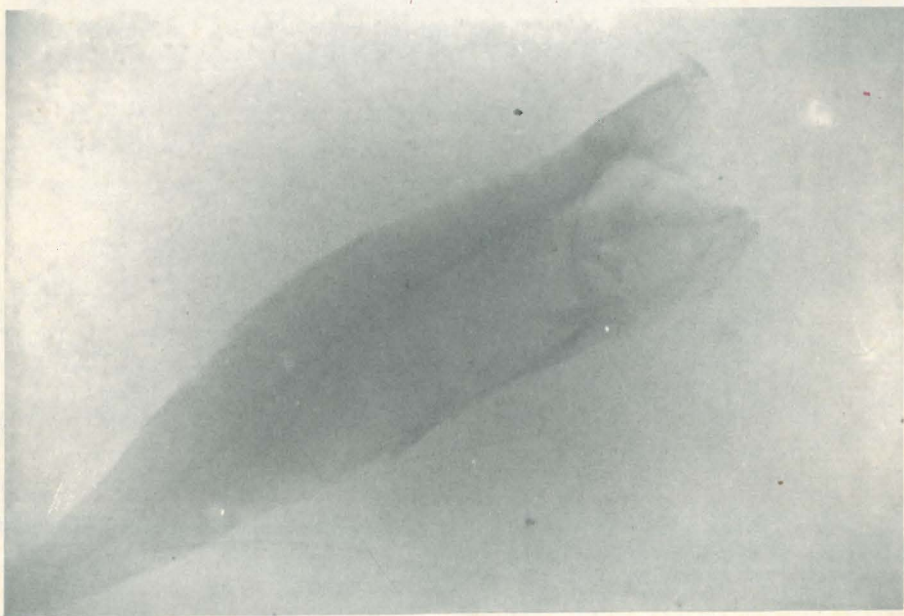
Radiografía de la sardina bicéfala.
